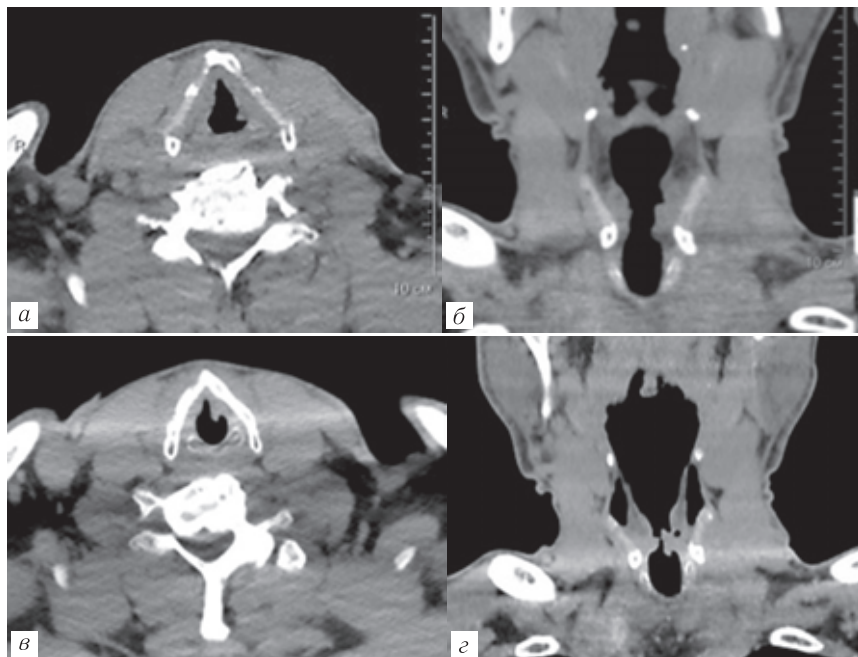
Компьютерные томограммы одного пациента, нативная фаза, исследование в условиях задержки дыхания: *а* — аксиальная проекция; *б* — фронтальная реконструкция; пробы с фонацией: *в* — аксиальная проекция; *г* — фронтальная реконструкция. Опухоль левой голосовой складки лучше определяется на исследовании с фонацией, на фронтальной реконструкции видны желудочек гортани и непораженная вестибулярная складка
